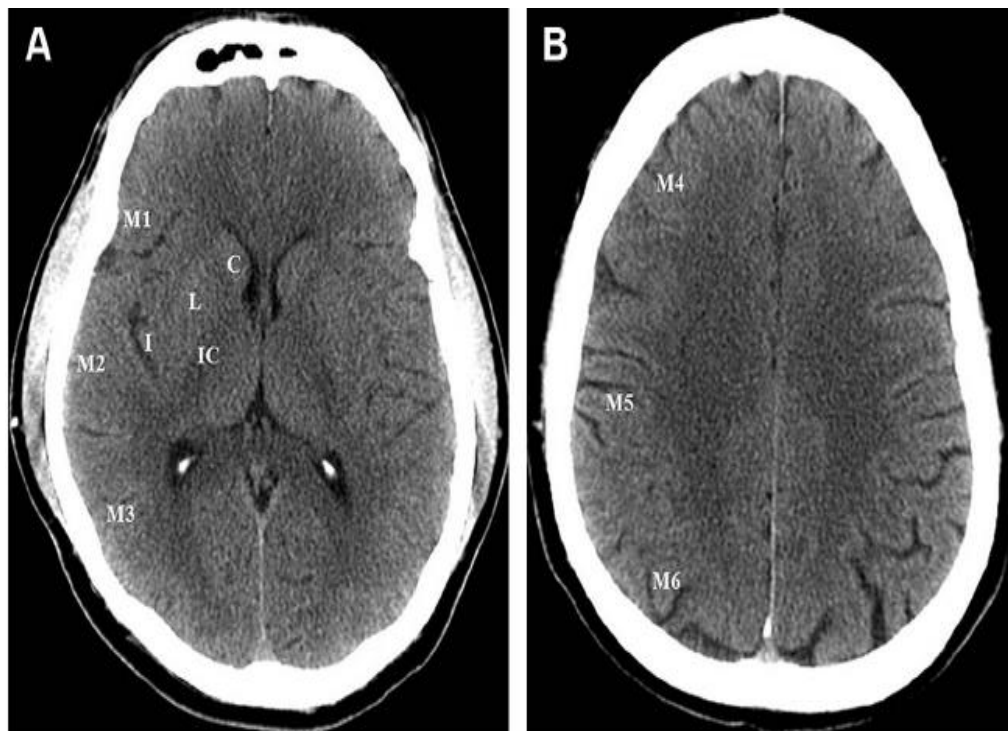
El Sistema de Alberta Stroke Program Early CT Score Stroke (ASPECTS) se basa en la evaluación de 10 regiones topográficas de la distribución de la arteria cerebral media (ACM) en 2 cortes axiales.
